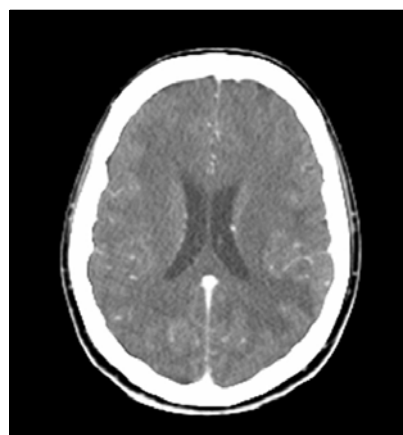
Brain CT scan shows no definite previously noted lesions.
